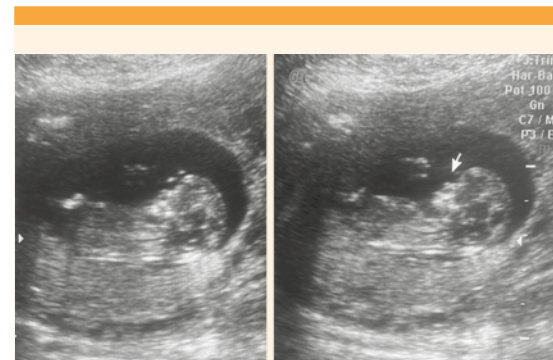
Ultrasonido nivel I en la semana 12.
